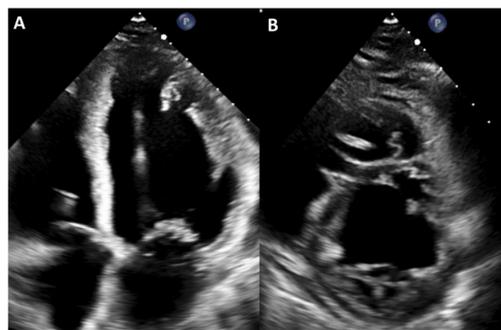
Aumento de las trabeculaciones ventriculares izquierdas. Vista apical 4 cámaras (A). Vista paraesternal eje corto (B).
